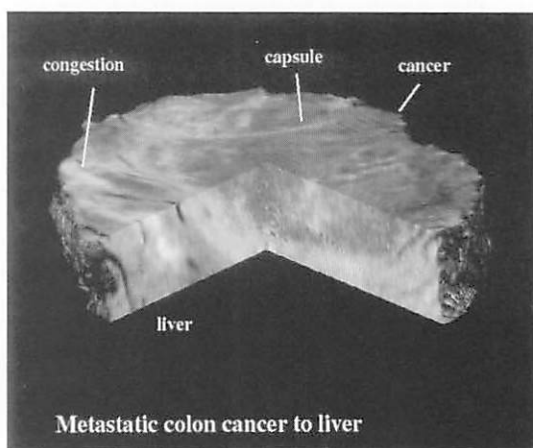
位相画像で得られた大腸癌肝臓転移例の3次元CT像（試料径：10mm）
